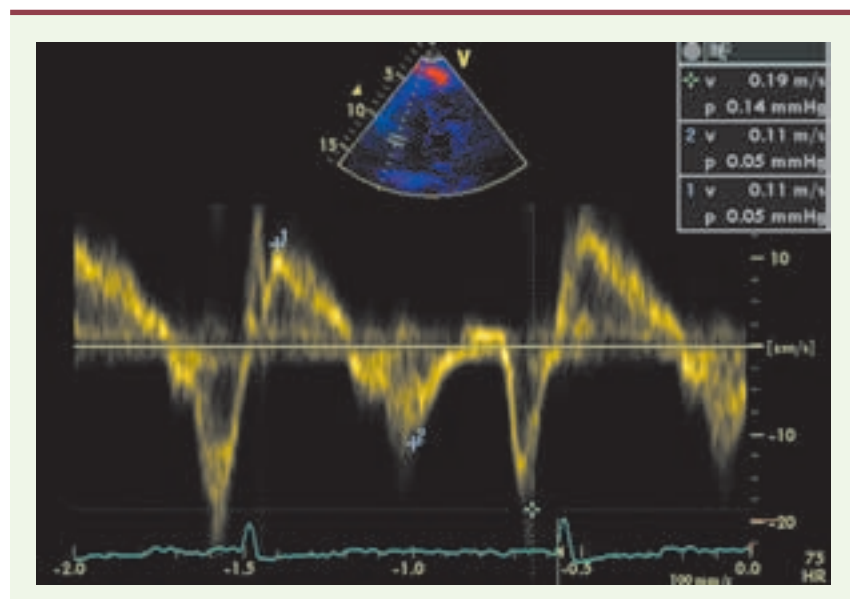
Doppler tissulaire myocardique à l'anneau tricuspide pour l'analyse du VD. À partir d'une coupe apicale 4 cavités, l'échantillon doppler est positionné au niveau de la paroi latérale de l'anneau tricuspide et l'analyse DTI permet d'obtenir les vitesses de la paroi en (onde S) et en diastole (onde Ea et Aa).
